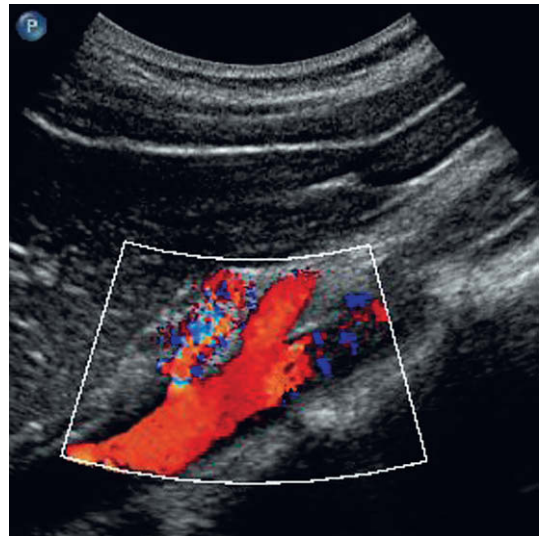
Plano longitudinal que muestra el origen del tronco celiaco en la parte superior y la arteria mesentérica superior justo por debajo de éste. El Doppler color muestra turbulencia y un soplo tisular alrededor del origen de un tronco celiaco estenótico.
